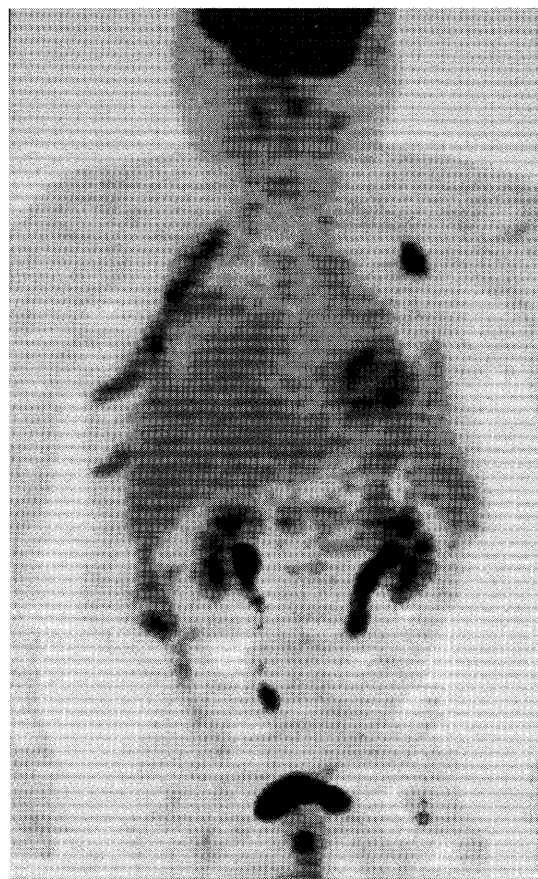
^{18}F FDG-PET after right thoracotomy showed accumulation along the right intrathoracic space and a mass in the left upper lobe.
